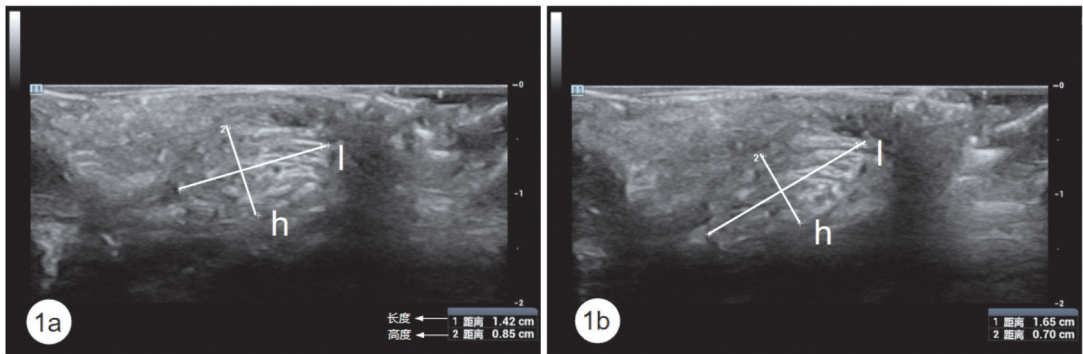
二维灰阶超声测量会阴体长度和高度 a:静息状态;b:最大收缩状态。l:会阴体长度;h:会阴体高度
